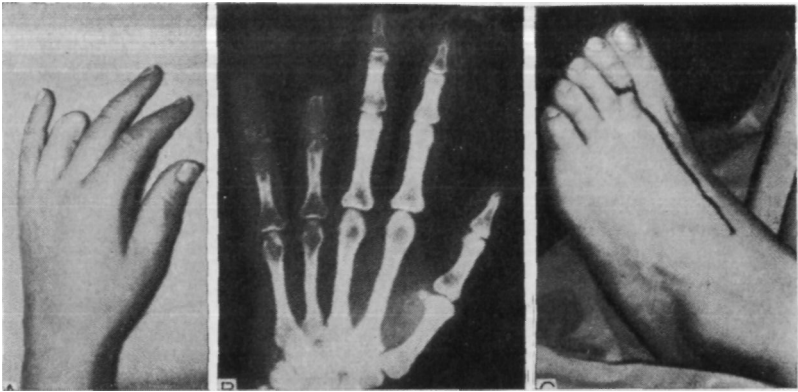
5А. Ампутация IV пальца левой кисти на уровне проксимальной фаланги у 39-летней женщины. В. Рентгенограмма той же больной. С. Разрез на тыльной поверхности левой стопы для забора трансплантата из II пальца.
